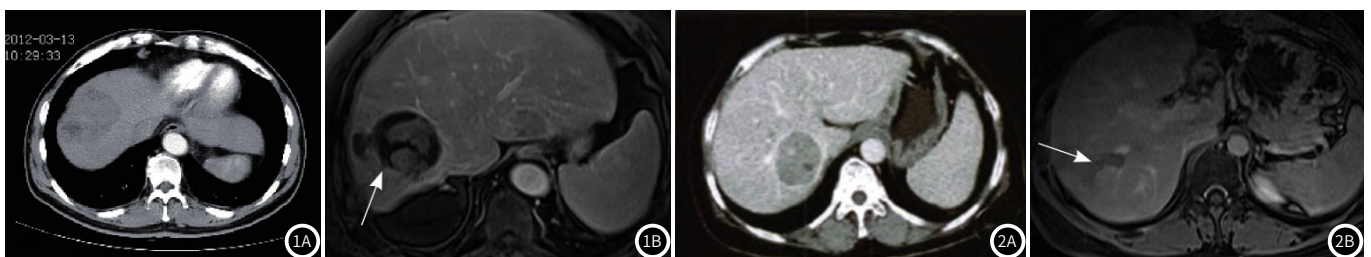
肝右叶肝癌, RFA术后1个月, 增强CT显示肝脏右叶肿瘤消融完全; 图1B 同一患者, 增强MRI显示肿瘤消融完全。图2A 肝右叶肝癌, RFA术后6个月病灶复发。增强CT显示术区密度增高; 图2B 同一患者, 增强MRI显示术区边缘明显强化。
